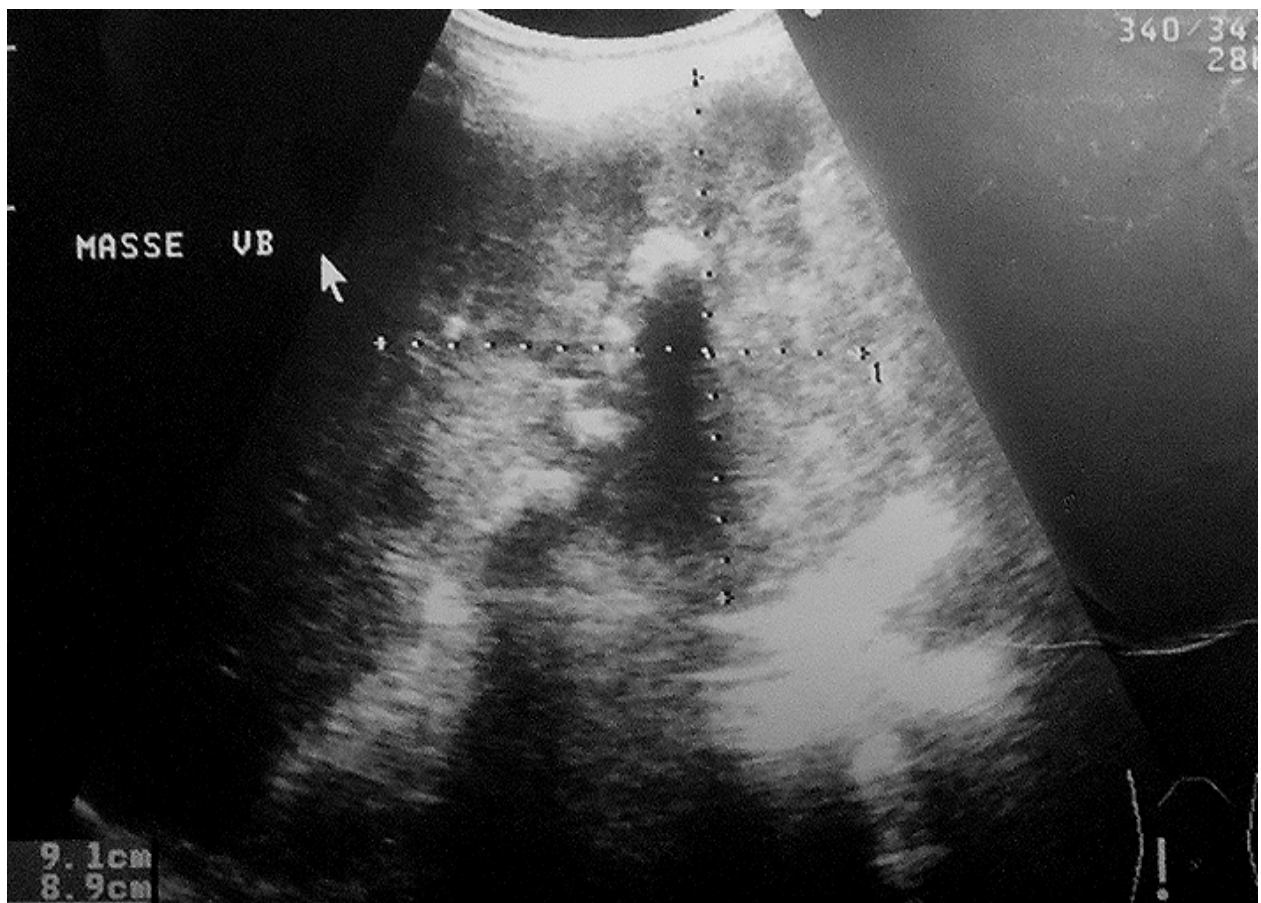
Image échographique d'une masse Tumorale prenant tout la vésicule biliaire de 9cm*8cm associée à des calculs (Service de chirurgie viscérale CHU Marrakech).
